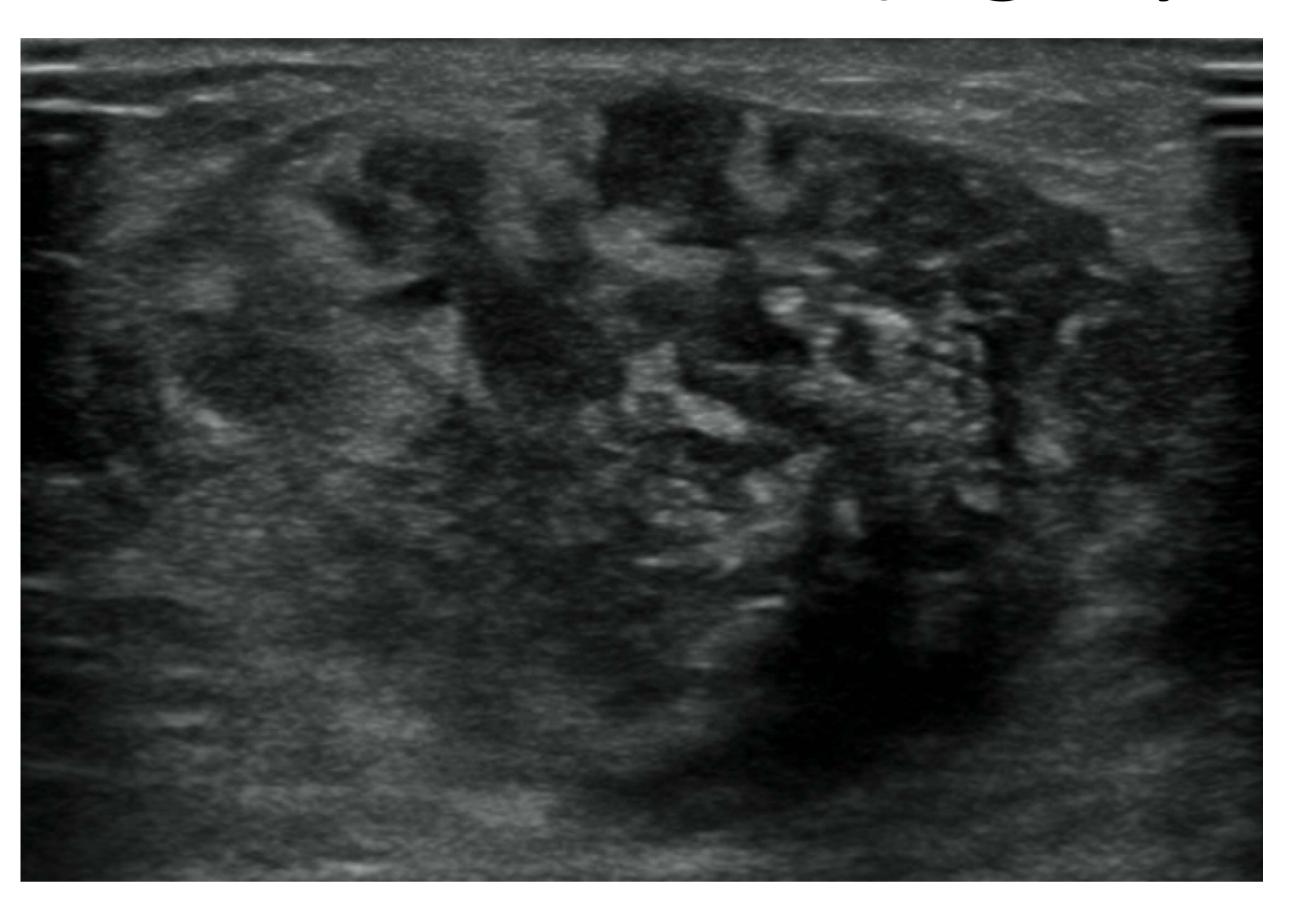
Masa heterogénea en ecografía con calcificaciones en su interior.
